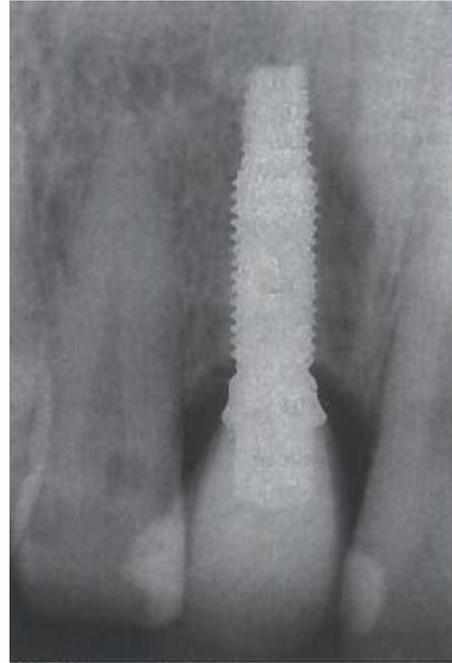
Radiografia periapical 22 meses após a cirurgia
